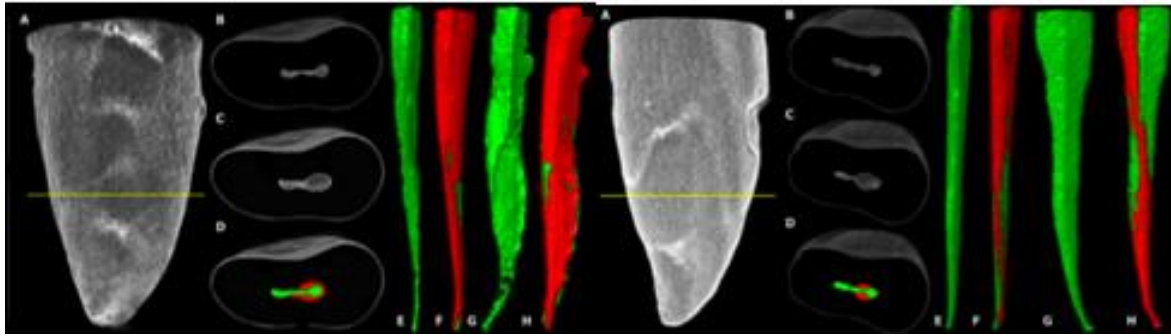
Reconstruction 3D de l'anatomie canalaire de deux racines issues de l'expérimentation de Versiani et coll. A gauche, la racine traitée avec le SAF®, à droite celle traitée avec le système K3®. La couleur verte correspond à l'anatomie canalaire avant préparation et la couleur rouge après préparation. D'après Versiani et coll, Flat-oval root canal preparation with Self-adjusting file instrument: a micro-computed tomography study, 2011 (65).
